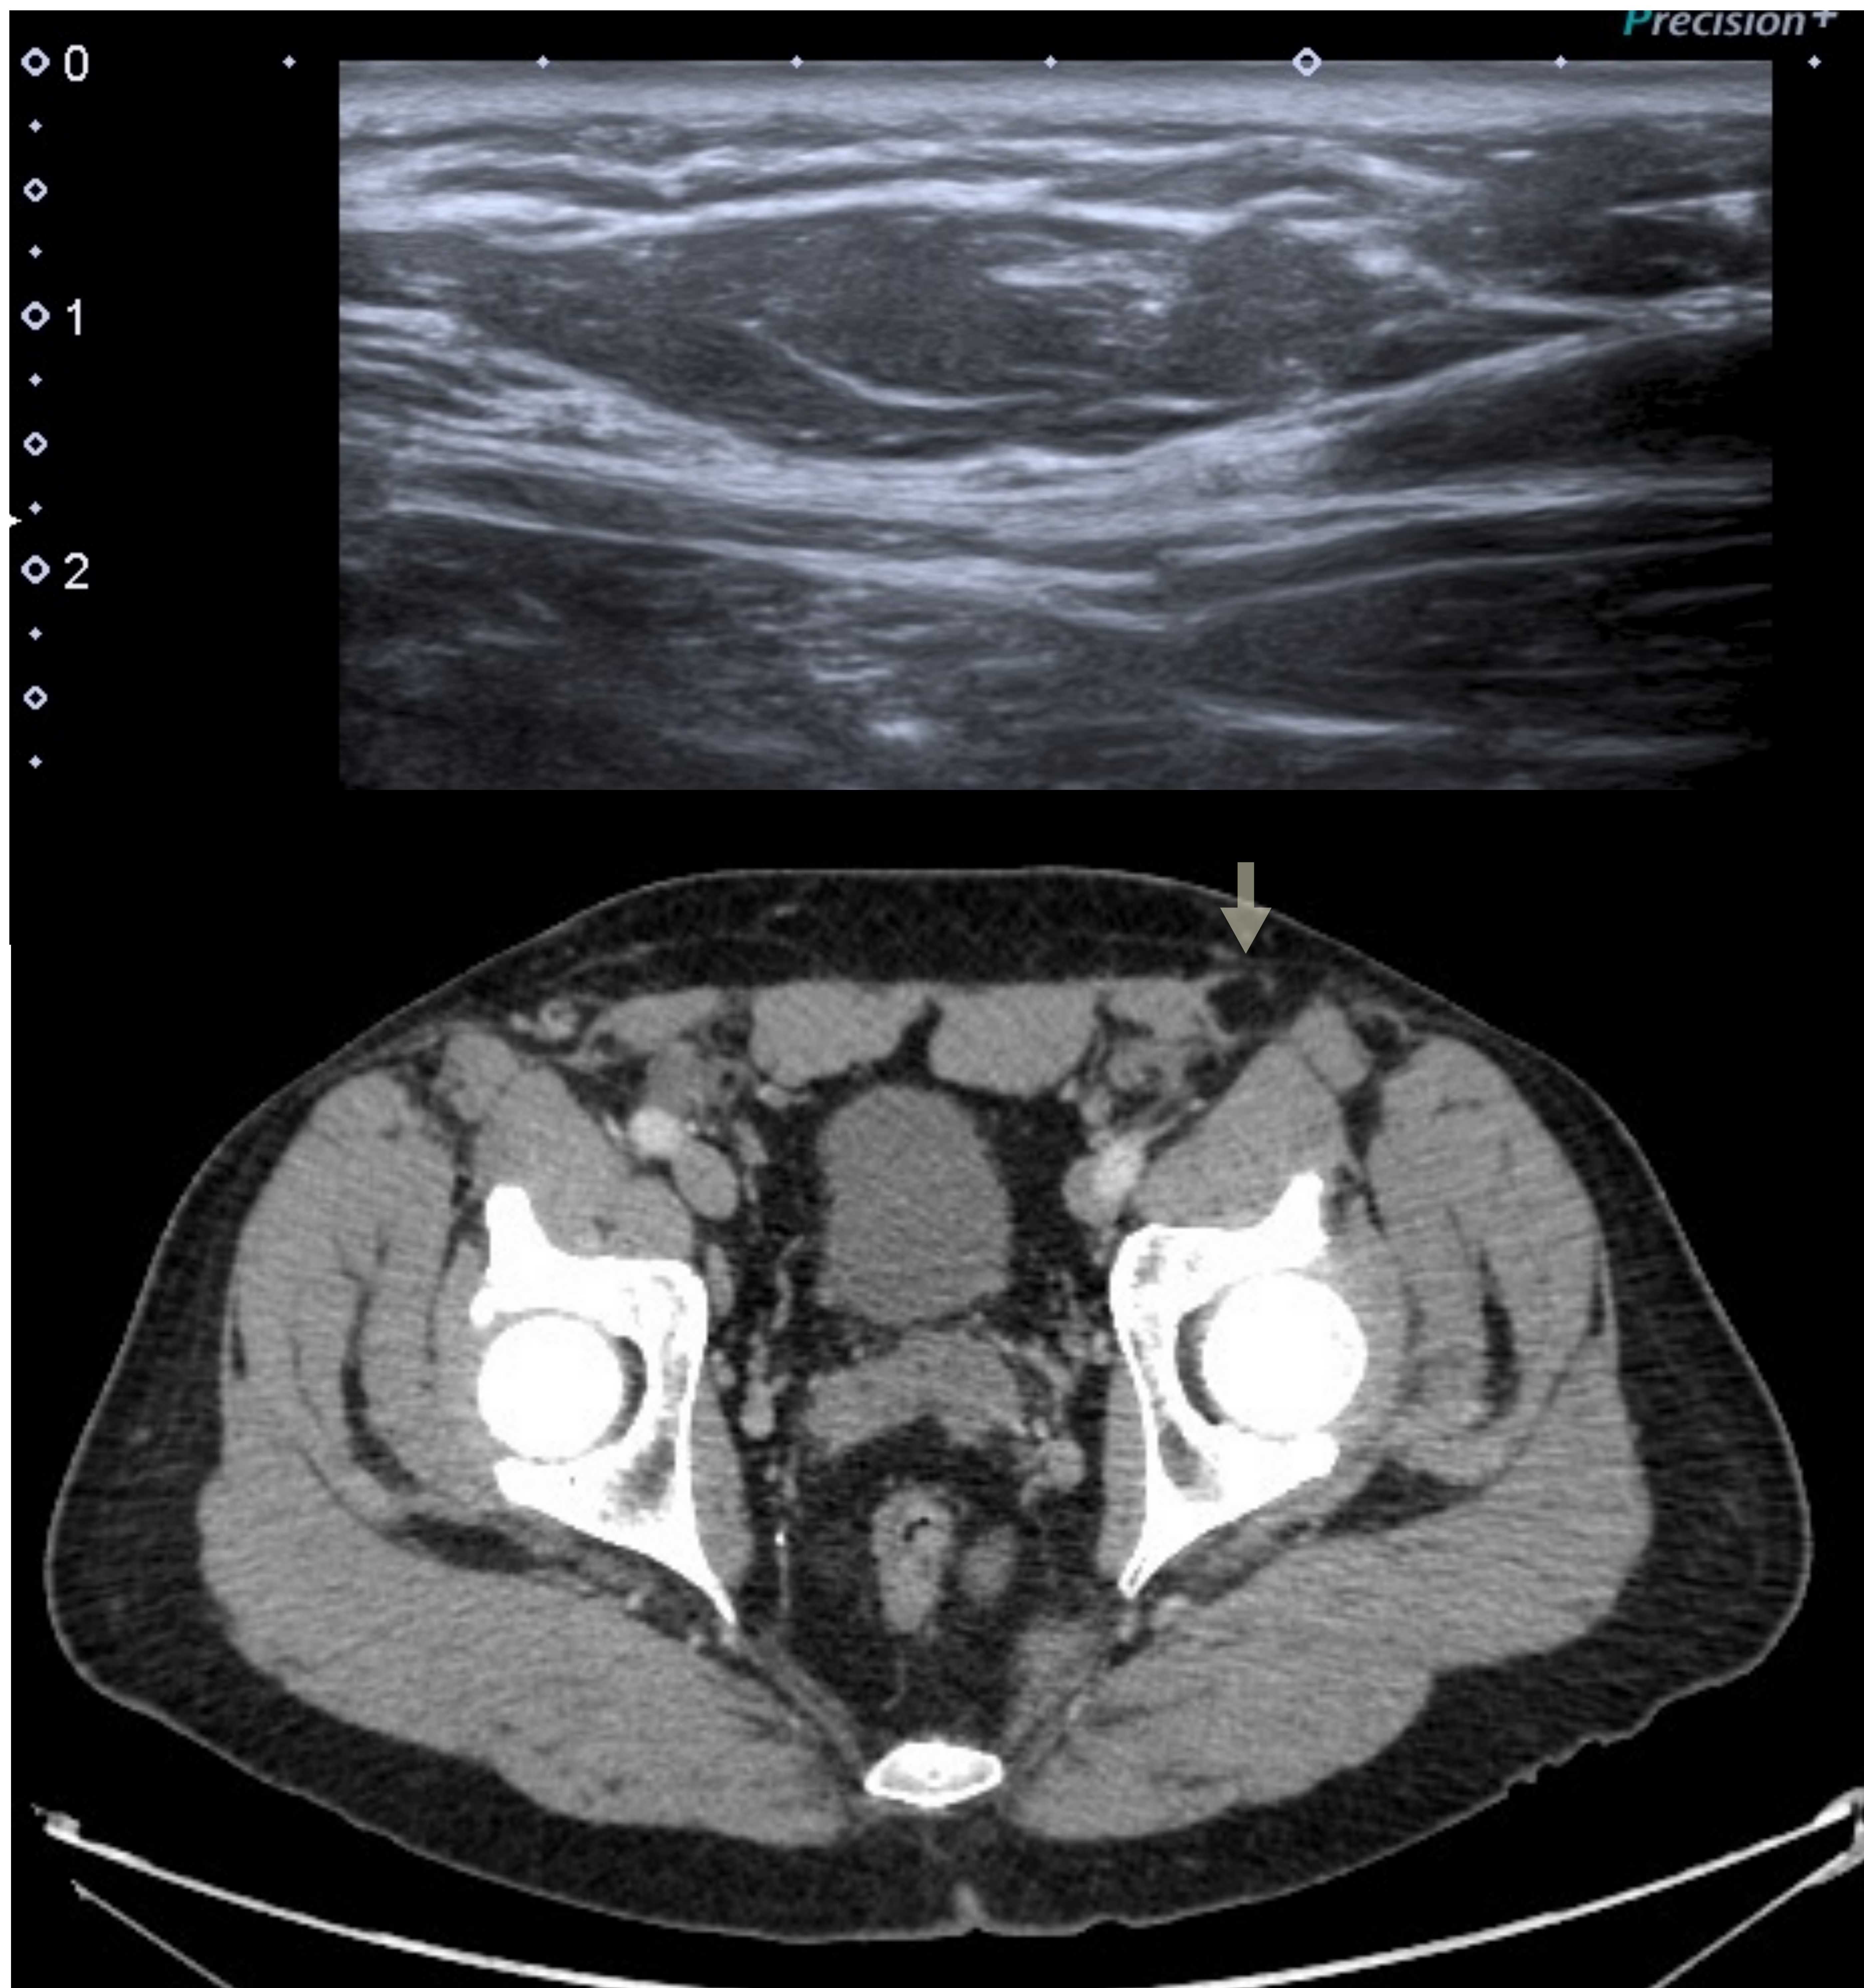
Ecografía inguinal. Lipoma inguinal. Hospital Universitario Nuestra Señora de Candelaria.
